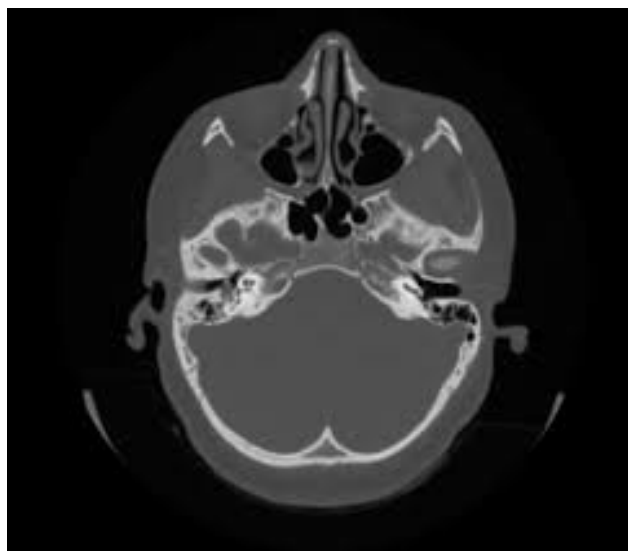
МСКТ картина одностороннего гнойного среднего отита с деструкцией височной кости и обширным поражением, расширением полостей среднего уха.
